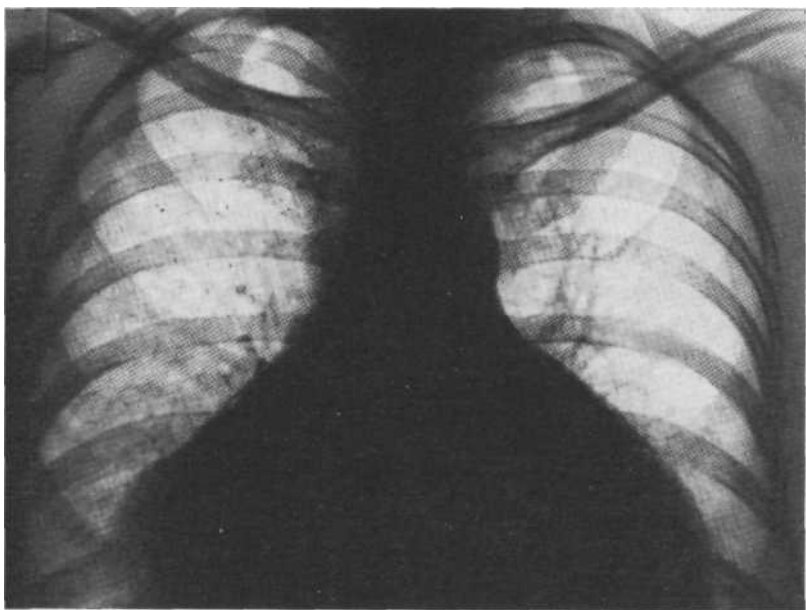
7i7. Обзорная рентгенограмма. Срединная тень расширена в обе стороны. Тень сосудистого пучка укорочена. Границы камер сердца не видны. Экссудативный перикардит.
